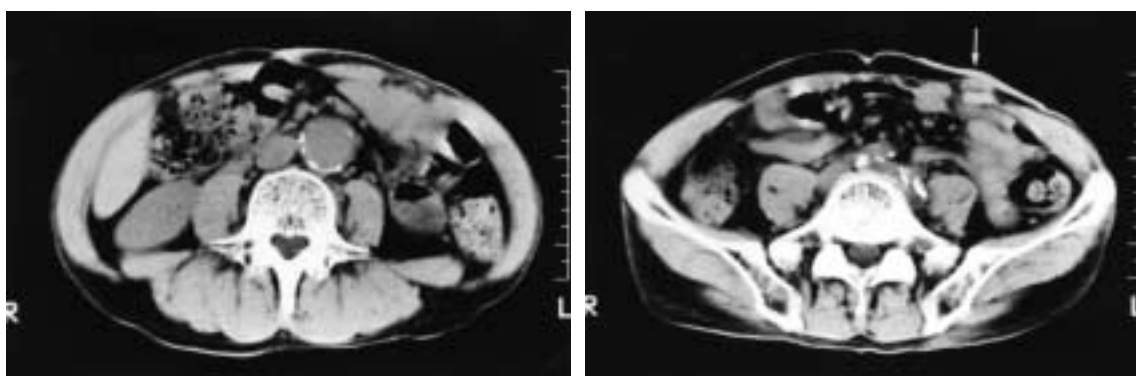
A preoperative CT findings of Case 1
